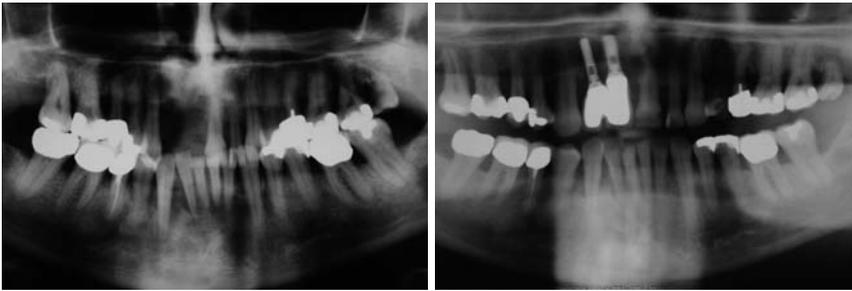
bis 34 – Fall 3: „Der komplett erfreuliche Langzeitpatient.“ – Abb. 25: Röntgenbild aus dem Jahr 1994 (Anforderung von früherem Zahnarzt). – Abb. 26: Panoramaschichtaufnahme aus dem Jahr 1995 (Beginn der Behandlung).
